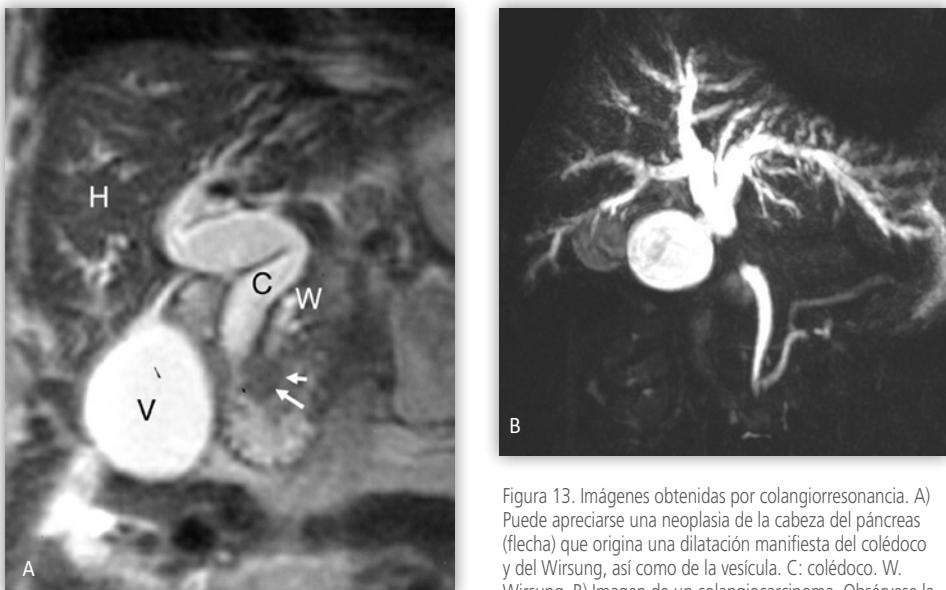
Imágenes obtenidas por colangiorresonancia. A) Puede apreciarse una neoplasia de la cabeza del páncreas (flecha) que origina una dilatación manifiesta del coléodo y del Wirsung, así como de la vesícula. C: coléodo. W. Wirsung. B) Imagen de un colangiocarcinoma. Obsérvese la amputación brusa (stop) de la columna de contraste a nivel del conducto hepático común (tumor de Klaskin) y la marcada dilatación de las vías biliares intrahepáticas. (Cortesía del Dr. Jordi Aldomà).
